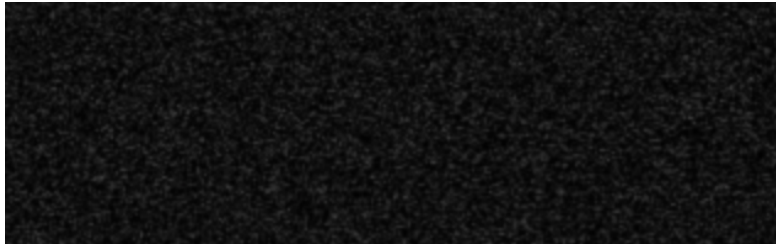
Región de tomografía con ruido moteado característico del *speckle*.
